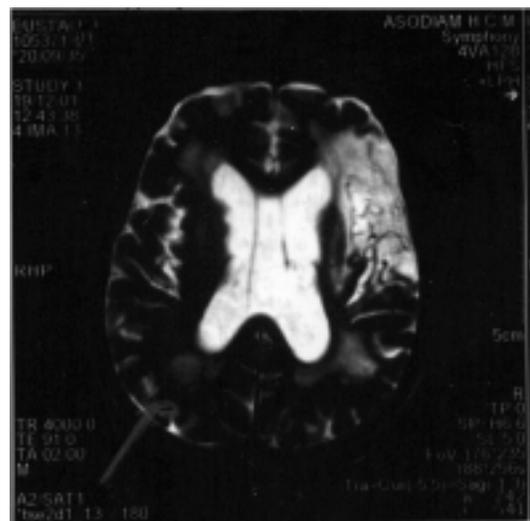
Resonancia magnética nuclear (T2). Evento vascular isquémico en lóbulo parietal posterior izquierdo y temporal derecho. Aumento de tamaño de los ventrículos laterales por atrofia.
